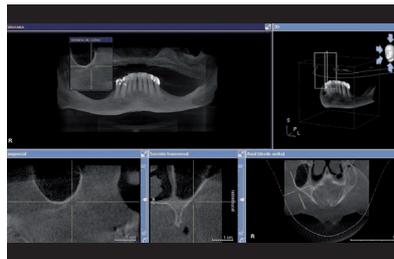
Esame Cone Beam utilizzato per la pianificazione del trattamento che mostra l'atrofia nella regione anteriore e posteriore della mascella.
